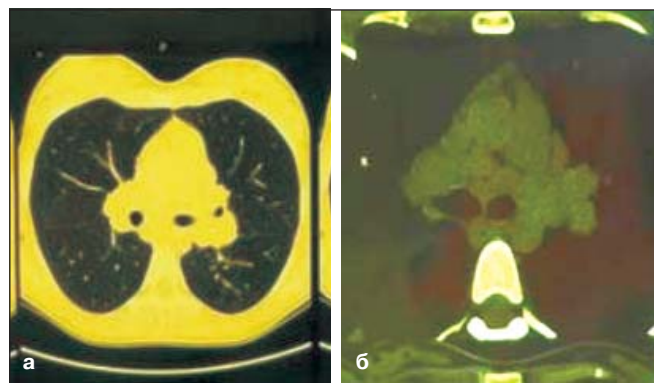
КТ органов грудной клетки пациентки Л. с синдромом Лефгрена
